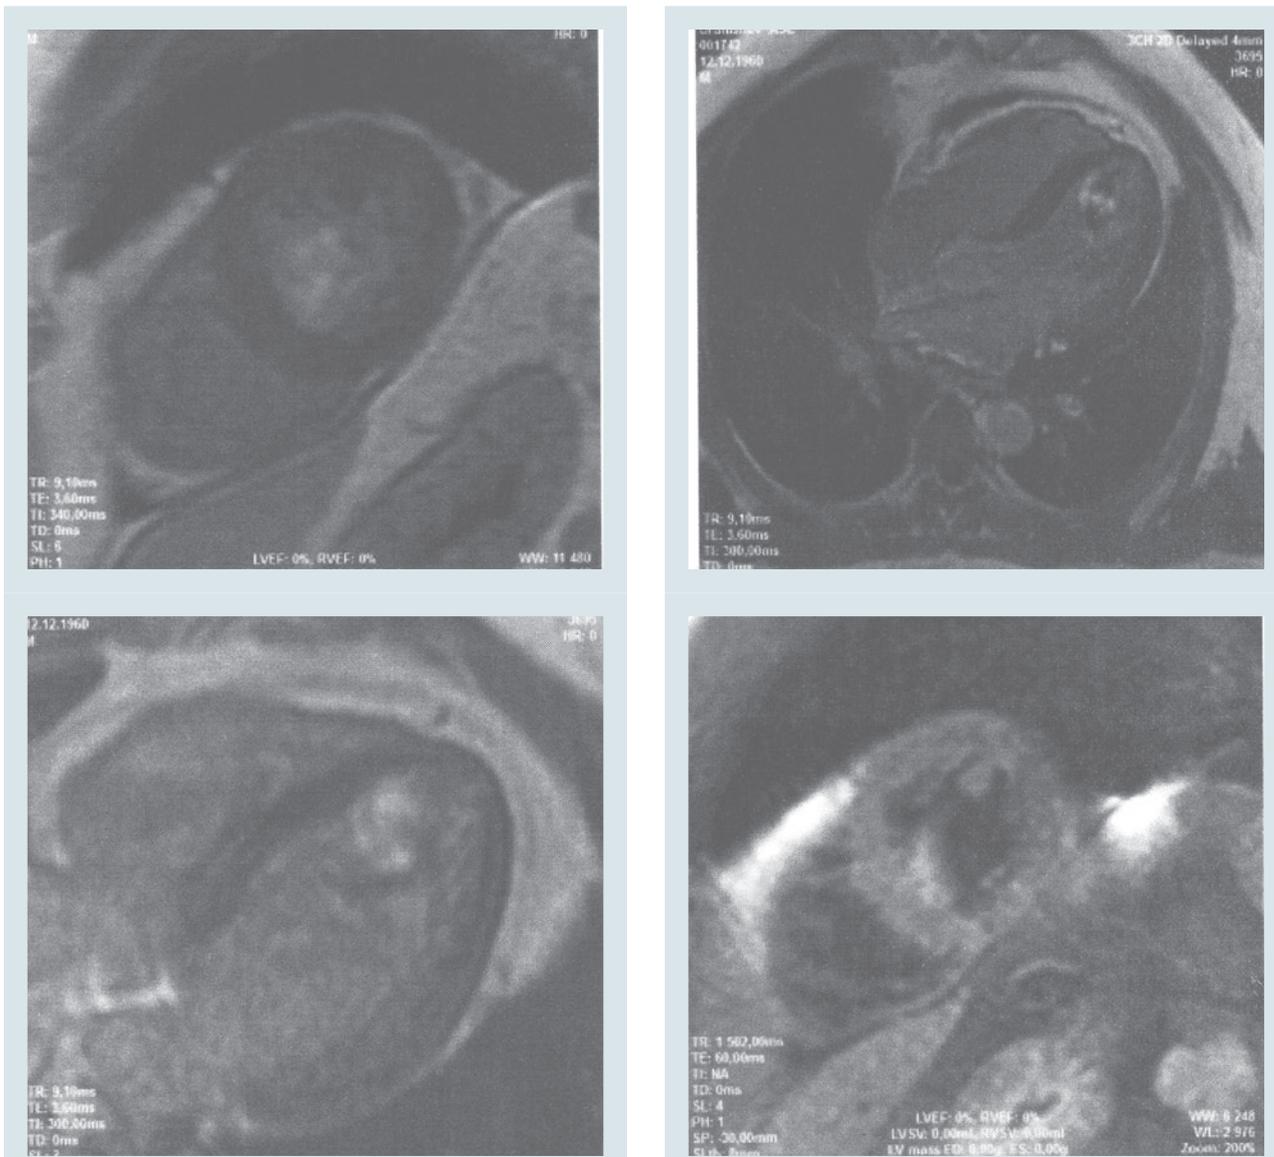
Магнитно-резонансная томограмма опухоли левого желудочка
